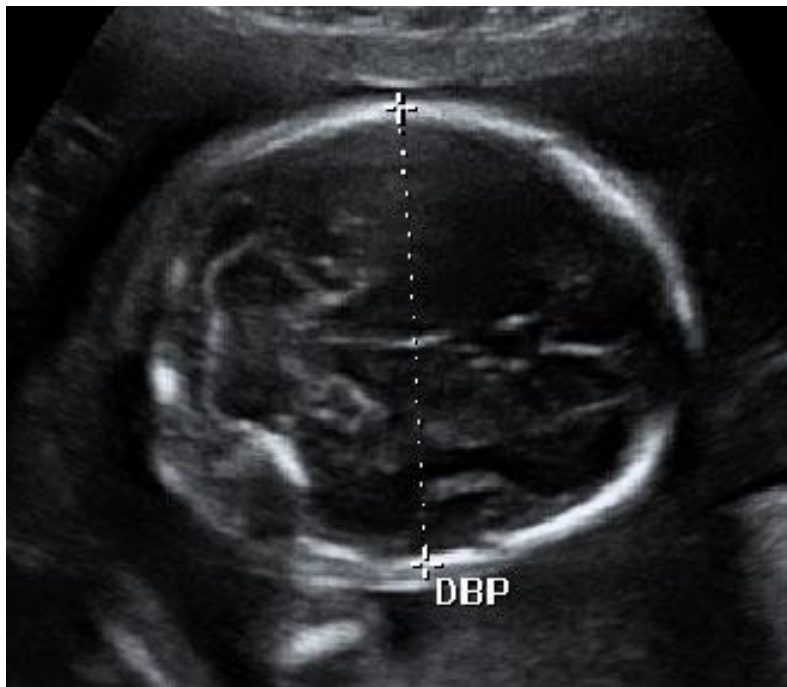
Vista ultrasonográfica de la medición del diámetro biparietal.
